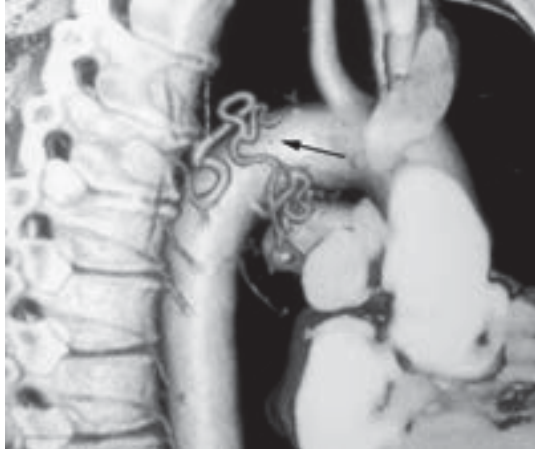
La tomografía axial computarizada muestra dilatación y tortuosidad de la arteria bronquial derecha
